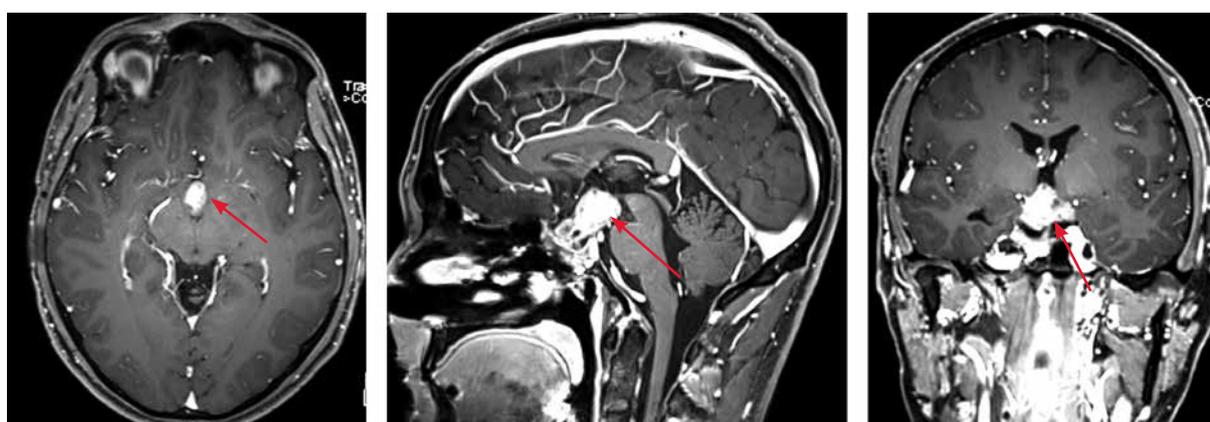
Магнитно-резонансные томограммы пациента К. после 3 курсов терапии темозоломидом. Отмечается уменьшение опухоли (стрелки)
